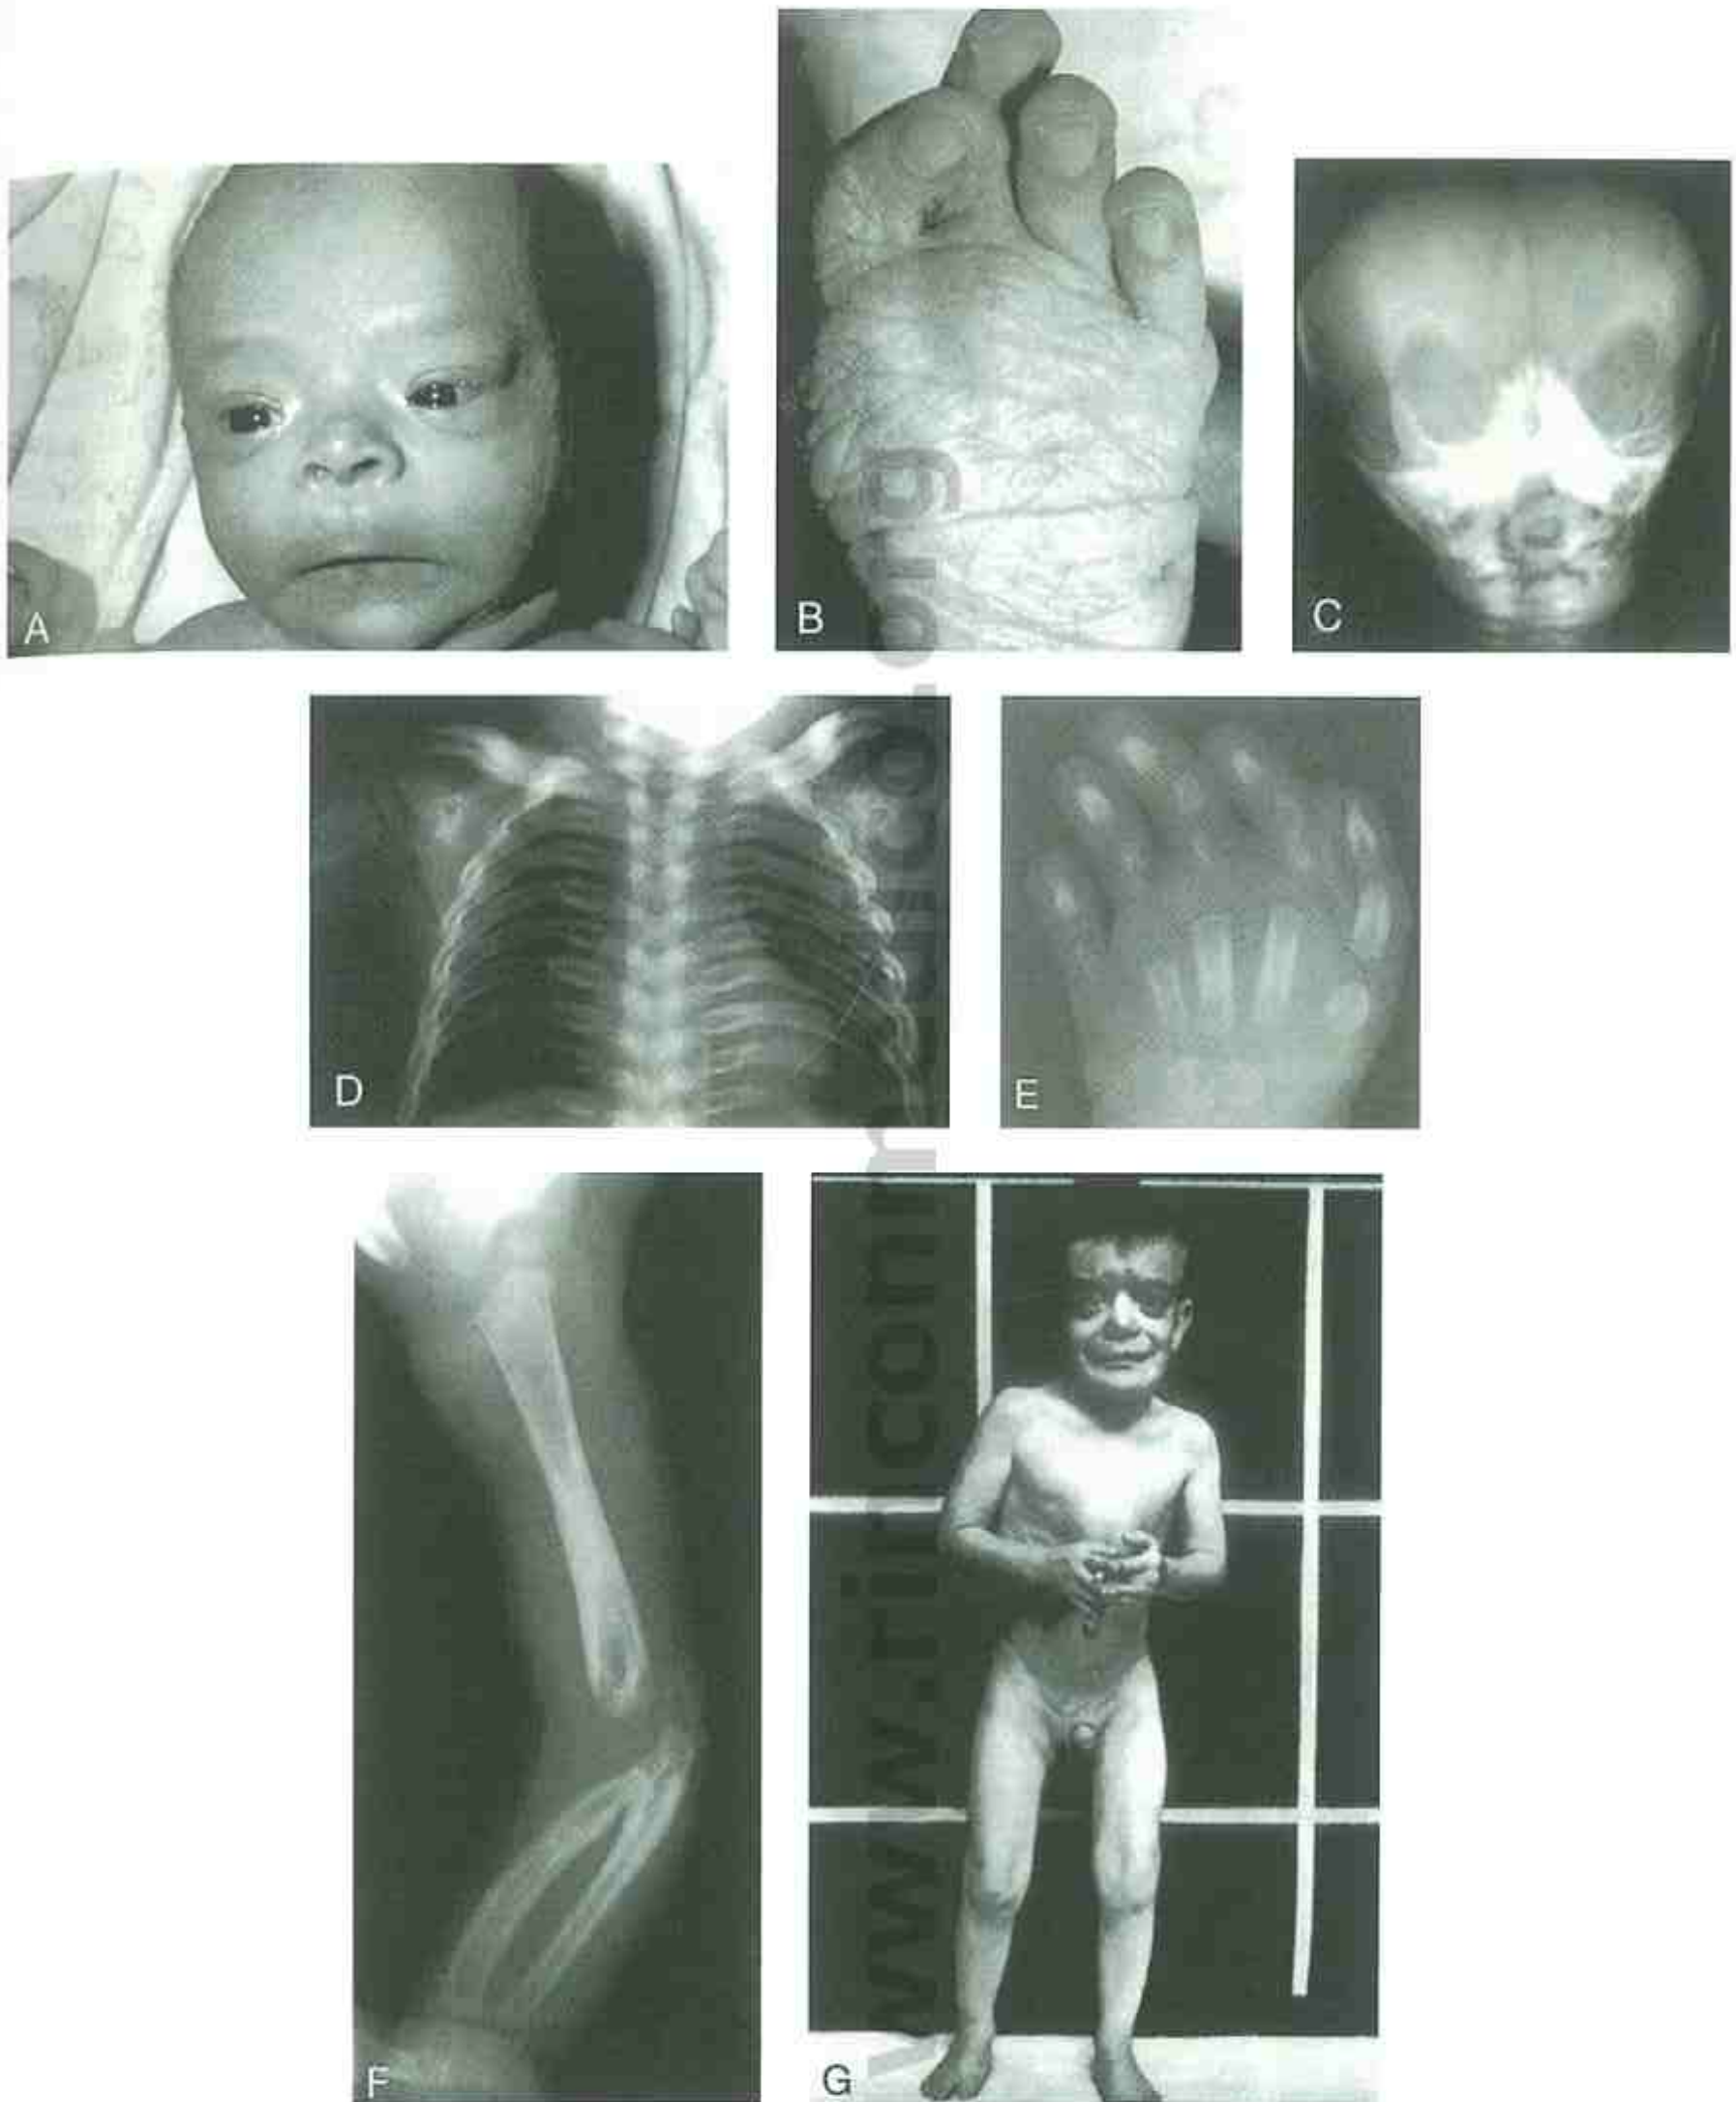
Síndrome de hiperostosis de Lenz-Majewski. A y B, Niño de 2 meses con frente amplia, prominente; hipertelorismo ocular; sindactilia cutánea con dedos en dorsiflexión, y piel laxa. Las radiografías del mismo paciente con un 1 año de edad demuestran esclerosis de la base del cráneo (C), costillas y clavículas anchas (D), sinfalangismo e hipoplasia de las falanges medias (E), y diáfisis inframodeladas y engrosamiento cortical con metáfisis y epífisis radiotransparentes (F). (A-F, Cortesía del Dr. Jon Aase, Universidad de Nuevo México, Albuquerque.) G, El cambio fenotípico se observa en un niño de 4,5 años, con frente cuadrada con aplanamiento bifrontal, hipertelorismo ocular y contracturas en flexión de los codos y de las rodillas. (G, Cortesía del Dr. Meinhard Robinow, Children's Medical Center, Dayton, Ohio.)
